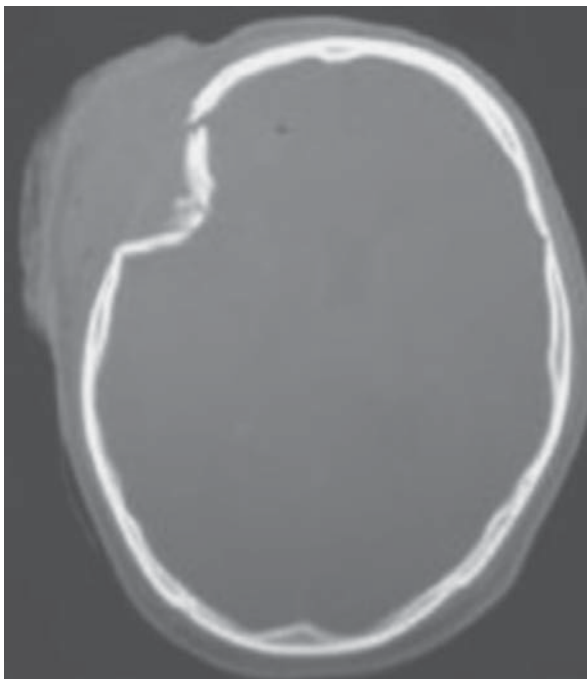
Fractura deprimida en la ventana ósea de la TAC de cráneo.
